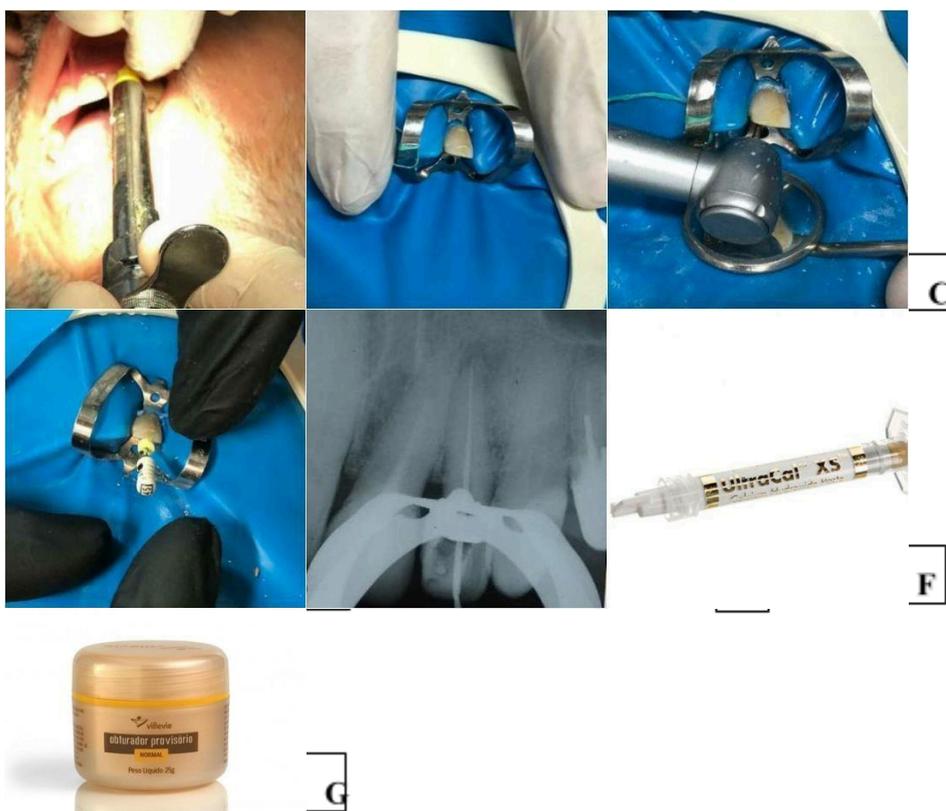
Sequência inicial do retratamento endodôntico. A- Anestesia infiltrativa; B- Isolamento absoluto; C- Acesso sendo realizado; D- Instrumentação manual; E- Radiografia de odontometria F- Hidróxido de cálcio utilizado; G- Material obturador provisório utilizado. Fonte: Autoria própria, exceto as imagens F (Dental product shopper) e G (Xara users).
